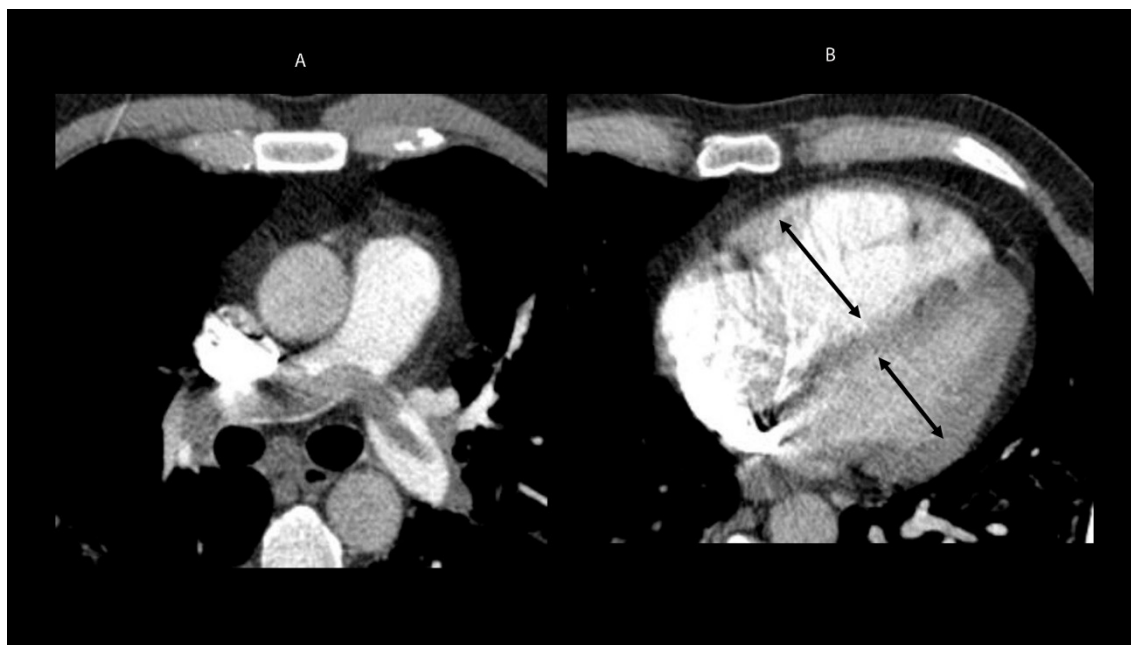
Angio TC de artérias pulmonares. A: sinais típicos de TEP agudo; B: sinais de sobrecarga das cavidades cardíacas direitas. Notar relação VD/VE >1,0 e o aspecto retificado do septo interventricular.
